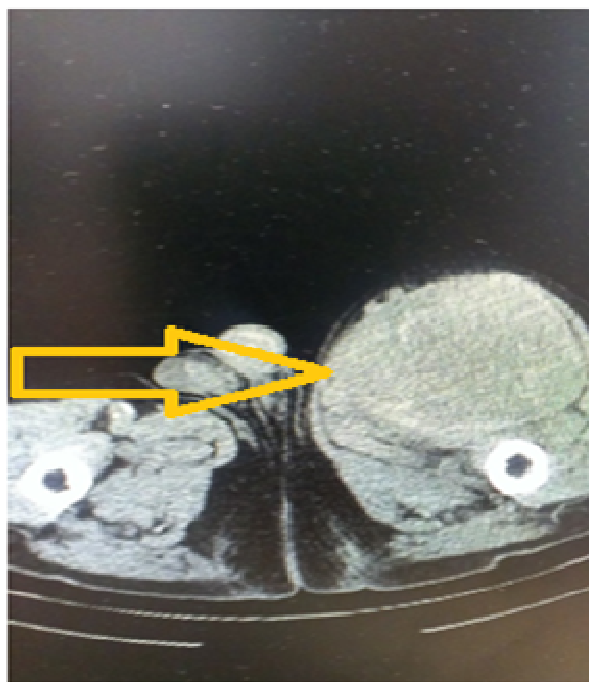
МСКТ-ангиограмма истинной аневризмы левой поверхностной бедренной артерии, осложненной разрывом.
